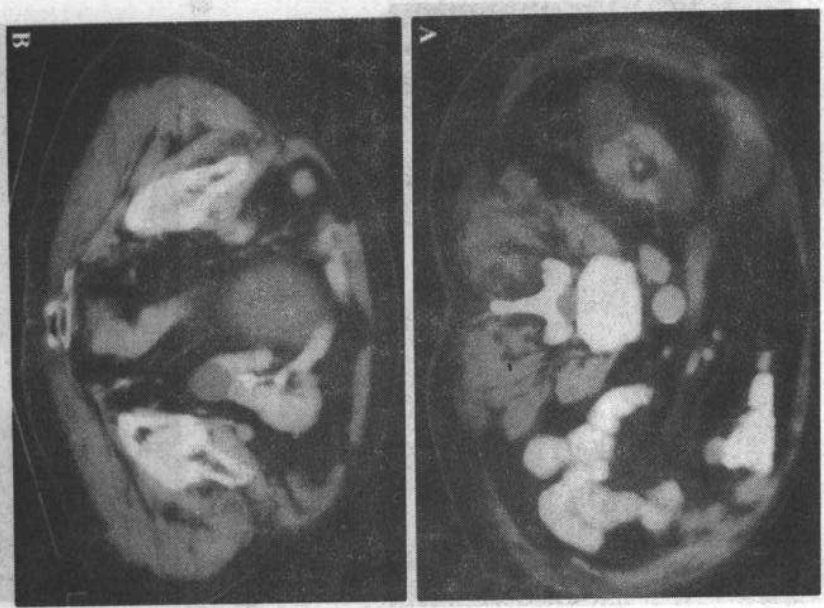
腹部CT图像。右肾存在,左肾缺如(A)。同一病人下部层面见盆腔内左肾影(B)。注意多发单纯性肾囊肿
